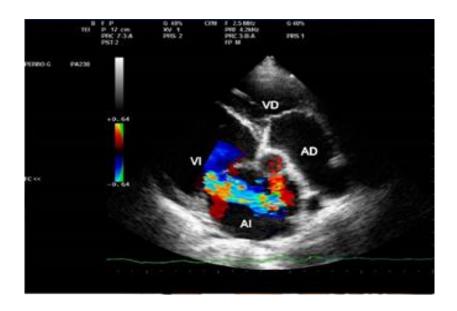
Imagen # 3: Ecocardiografía Doppler. VD: Ventrículo derecho. VI: Ventrículo izquierdo. AD: Aurícula derecha. AI: Aurícula izquierda.
